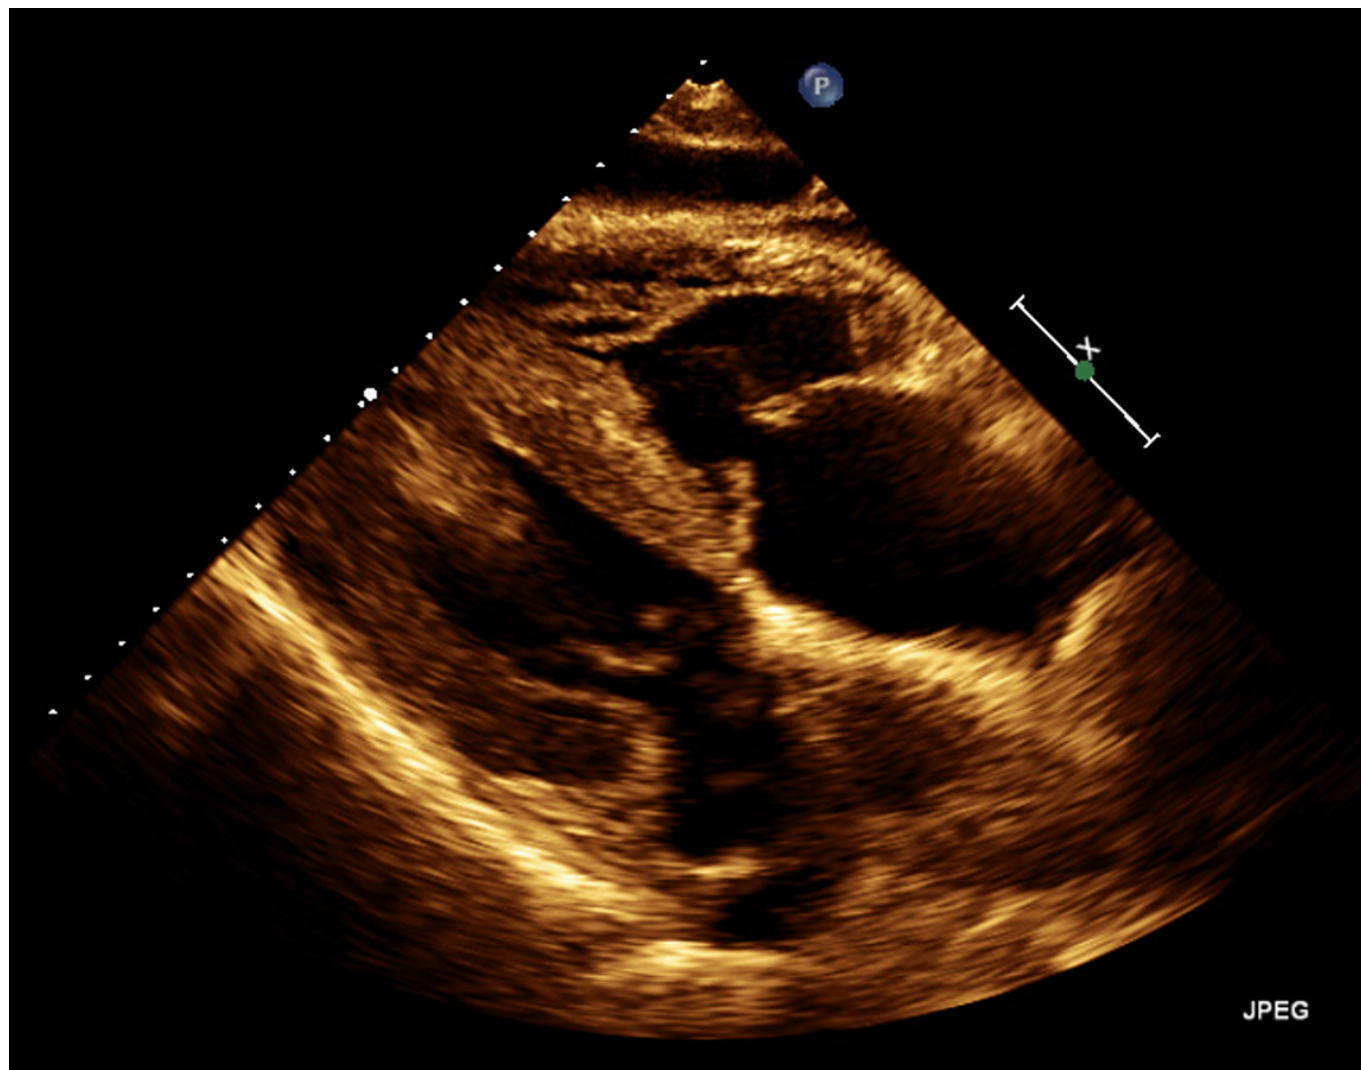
Echokardiografie – patrný zbytnělý myokard obou komor ze subxiphoidální projekce
